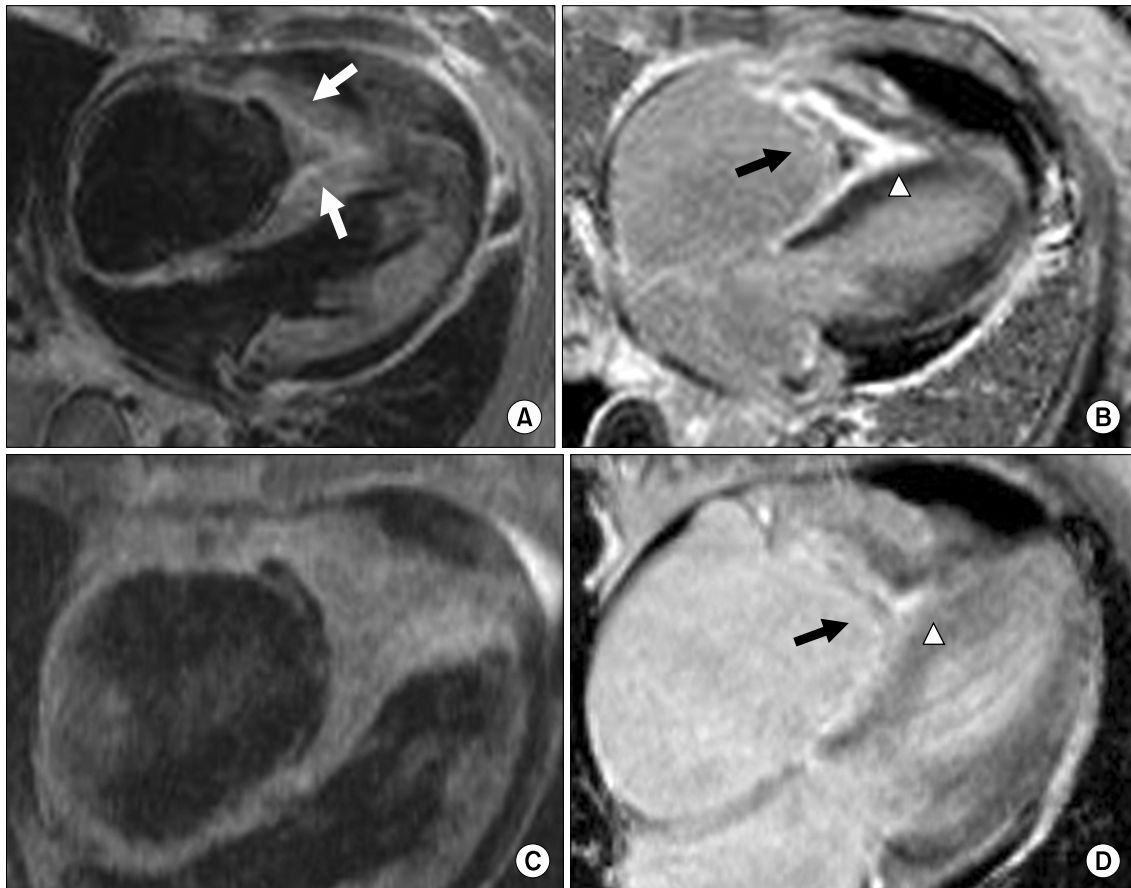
Magnetic resonance imaging (MRI). (A) Diffuse wall thickening and endomyocardial linear high signal intensity of the right ventricle (white arrows) with constricted ventricular cavity on T2-weighted MRI. (B) Delayed enhancement MRI shows endomyocardial enhancement of the right ventricle (arrowhead) and tiny low signal intensities (thrombus) (arrow) in the right ventricular cavity. (C) A 1-month follow-up image shows no significant interval change in the right ventricular apical obliteration and small right ventricular cavity on T2-weighted MRI. (D) A 9-month follow-up image shows a nearly disappeared delayed enhancement of the right ventricle (arrowhead) and absent thrombi in the right ventricular cavity (arrow).
